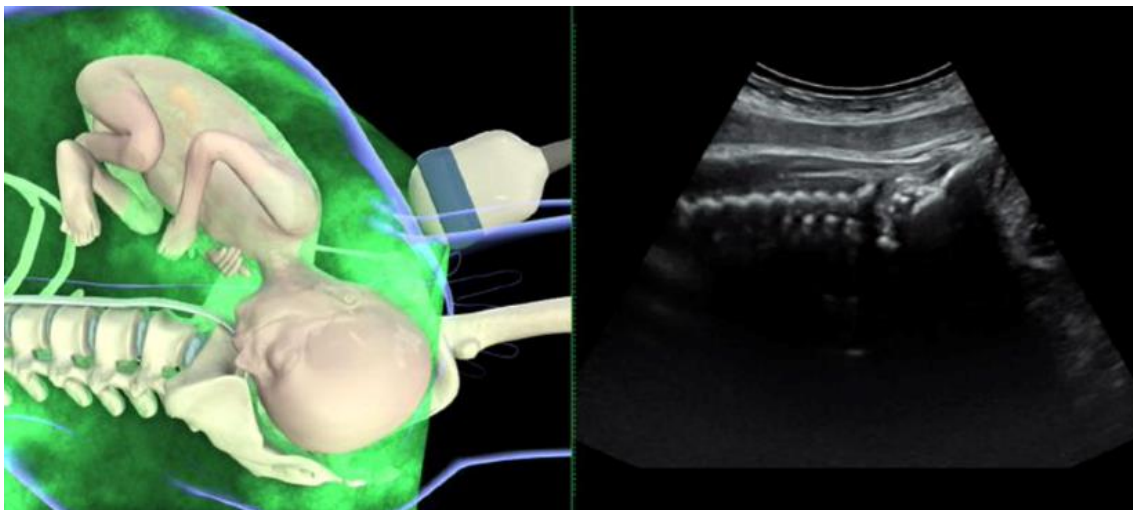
Transabdominale sonographische Darstellung des Feten (Sagittalschnitt) in occiput-anteriorer Position (eine Abdruckgenehmigung wurde eingeholt) [65].
